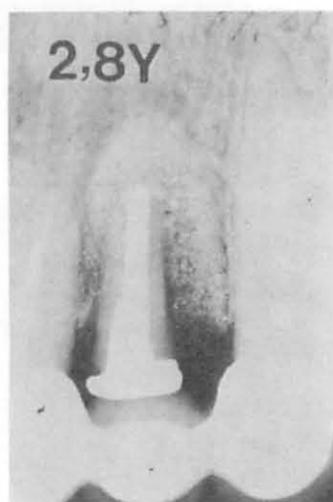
H 2年8カ月目のX線像では、歯槽骨との境界部が不明瞭なまで混然一体化している。
